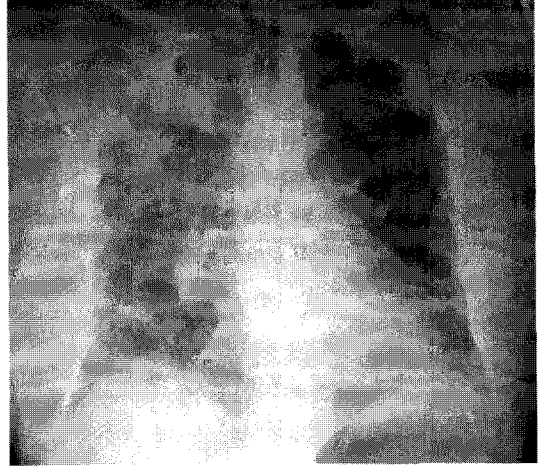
Chest X-ray taken 8 hours after admission shows multiple alveolar consolidations and pulmonary edema.
